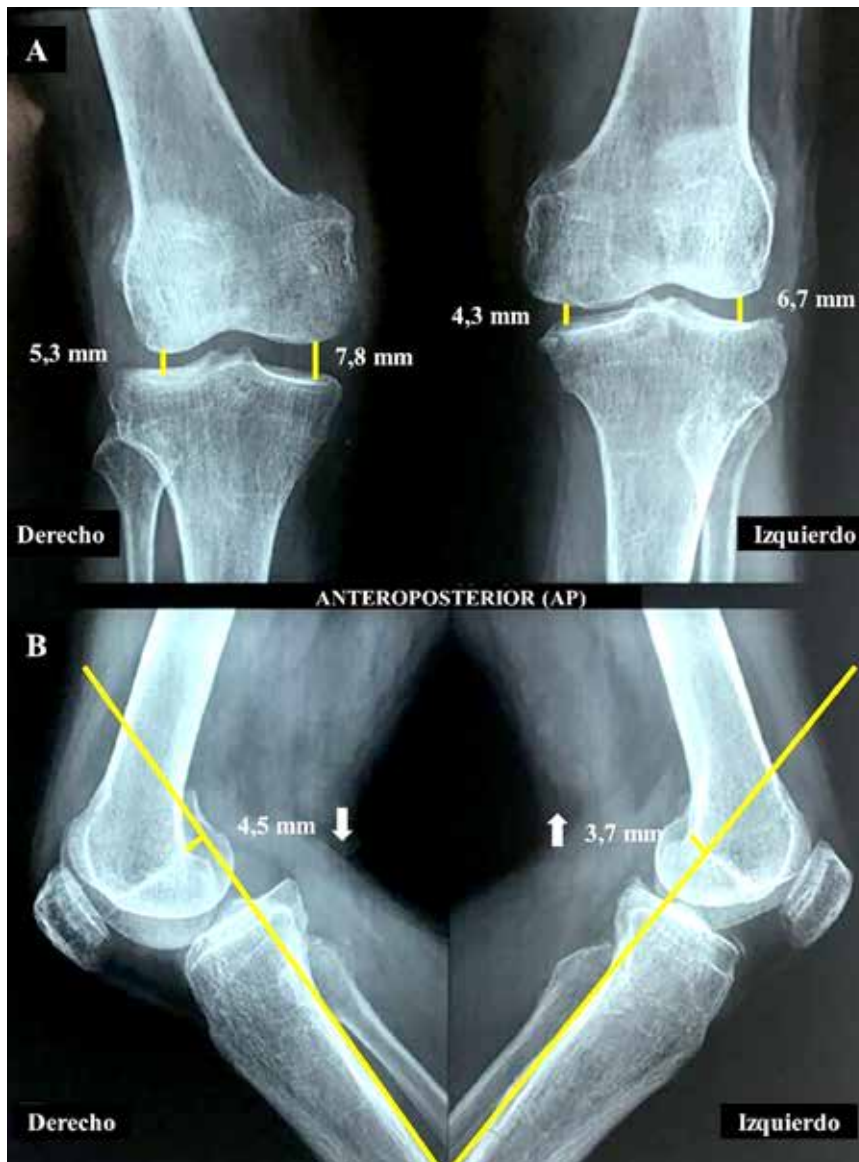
A: Radiografía anteroposterior bilateral de rodilla. Apertura del compartimiento medial de la rodilla derecha mayor a 3,5 mm respecto al contralateral, sugerente de desgarro total aislado del LCM. B: Radiografía lateral bilateral de rodilla. Desplazamiento posterior de la tibia derecha de 8,2 mm respecto al lado contralateral (flecha hacia abajo), sugerente de desgarro total del LCP. Gonartrosis bilateral grado 2 (Kellgren Lawrence)
